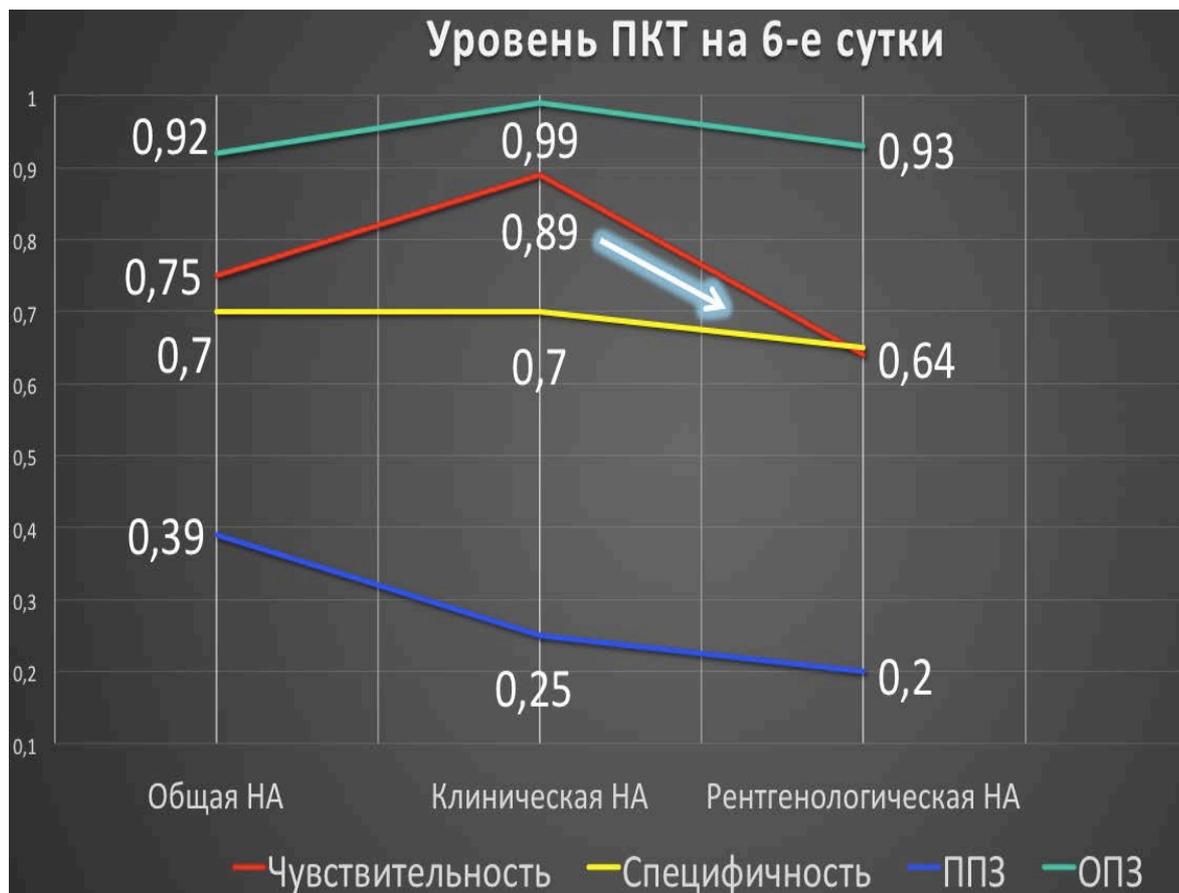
Сравнение уровня ПКТ у пациентов с клинической и рентгенологической НА на 6-е сутки после операции.
